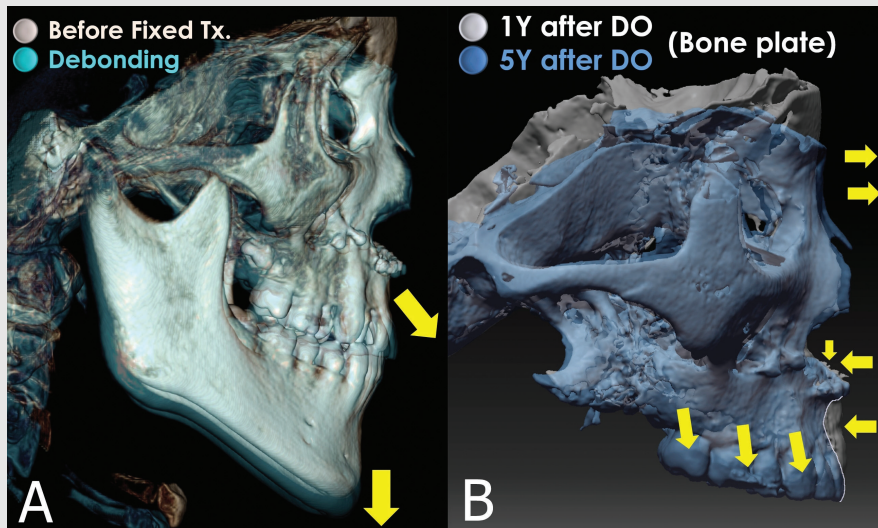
Superimposition of cone beam CT images. A, Superimposition of cone beam CT images of before and after fixed treatment registered at the anterior border of sella turcica. Forward and downward growth of the maxilla was observed. B, Superimposition of 1 year and 5 years after DO cone beam CT images registered at the maxillary anterior and zygomatic bone plates. Nasion grew forward 2.5 mm. Three mm depth bone resorption occurred at the A point. Dotted line depicts anterior surface of maxilla at 5 years after DO. Color images are available on online.
